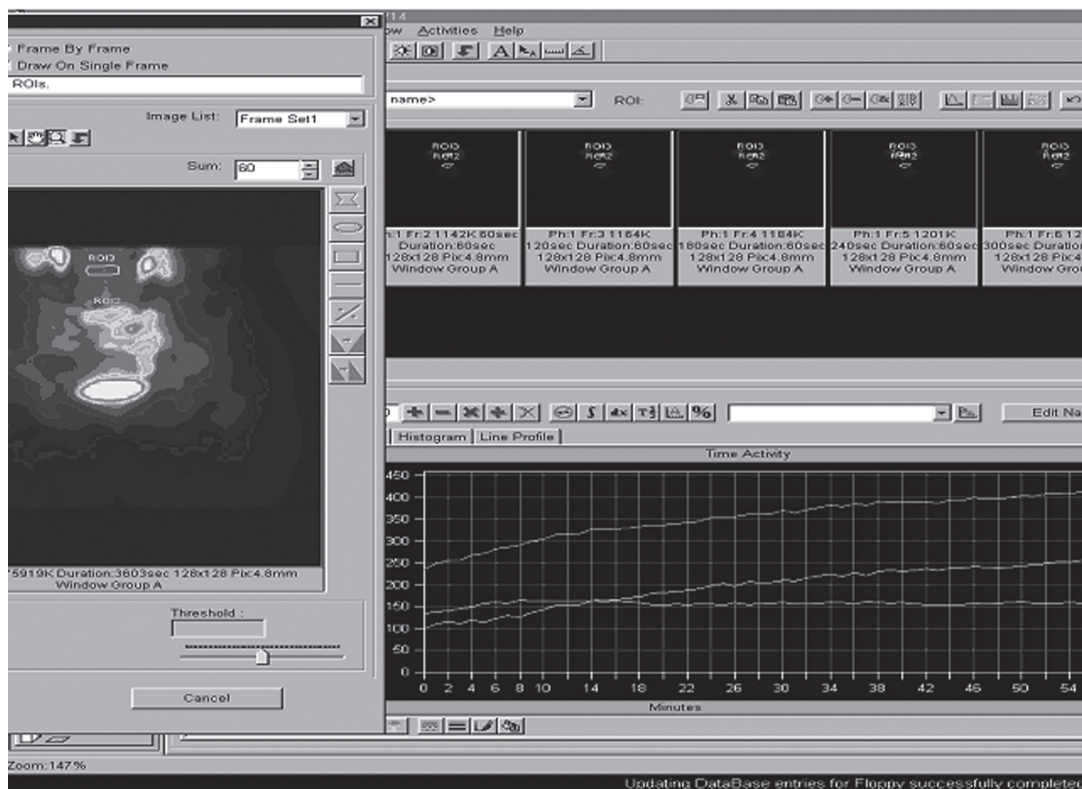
Верхня крива «активність-час» — з метастазу раку в L5 хребці; середня крива «активність-час» — крива віднімання; нижня крива «активність-час» — з нормальної кісткової тканини. Сцинтиграми та криві «активність-час» отримані при проведенні повільної динамічної сцинтиграфії з  $^{153}\text{Sm}$ -оксабіфром
